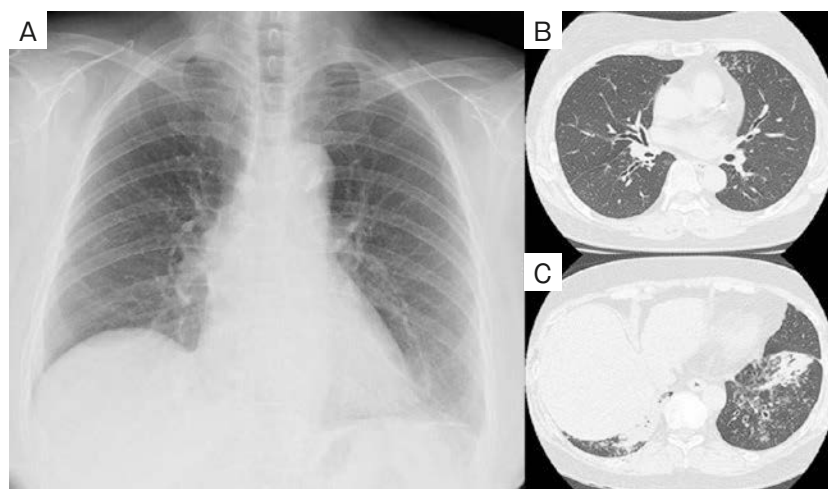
Chest images at the first visit. (A) Infiltrative shadows in the bilateral lower lung fields are observed on chest X-ray. (B, C) Thickening of bronchial walls, and branched nodular and infiltrative shadows that are dominant in the bilateral lower lobes are observed on high-resolution CT (HRCT).
